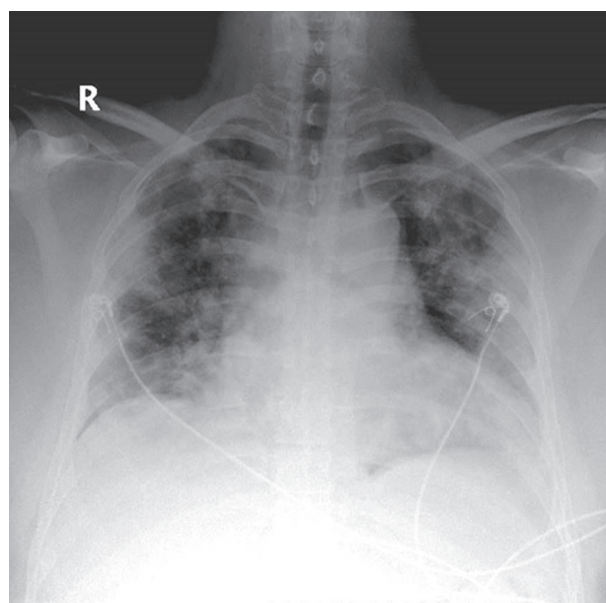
Radiografia de tórax com quadro de COVID19 confirmado por PCR de swab nasal, evolução sintomática de 10 dias. Evidenciam-se consolidações multifocais e opacidades em vidro fosco bilaterais com predominância na periferia.
